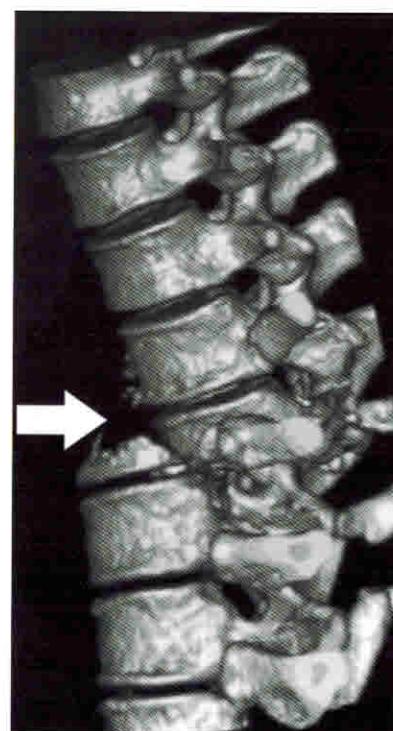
КТ грудного отдела позвоночника в боковой проекции (3D-реконструкция). Переломовыих  $T_{\text{XII}}$ , перелом  $T_{\text{XII}}$ . Стрелка указывает на место отрыва тела  $T_{\text{XI}}$
